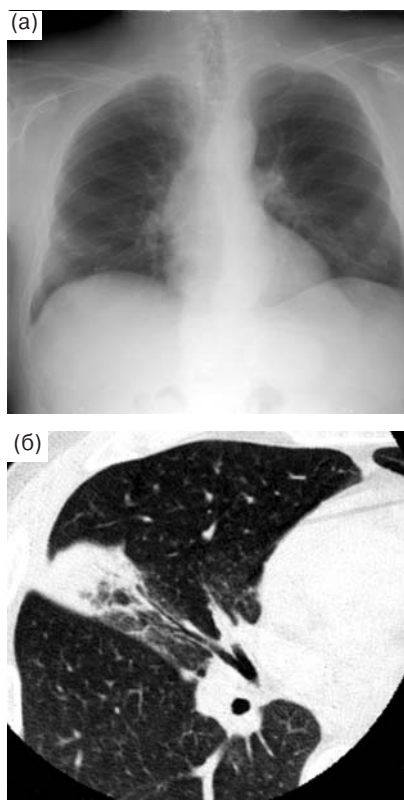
Правосторонняя среднедолевая пневмония. Рентгенограмма грудной полости (а) и фрагмент КТ правого легкого (б) на уровне средней доли. Плевропневмония, смешанный тип инфильтрации. Альвеолярная инфильтрация локализуется в кортикальных отделах средней доли, интерстициальная инфильтрация по типу “матового стекла” в прикорневой зоне. Инфильтрация широким основанием прилежит к междолевой плевре.
